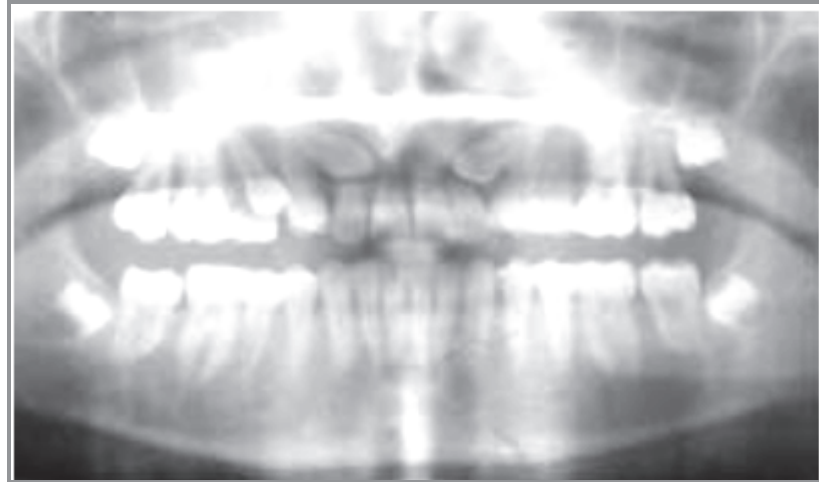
radiographie panoramique montrant les canines maxillaires incluses résorbant les incisives latérales (Rerhaye, 2001)
